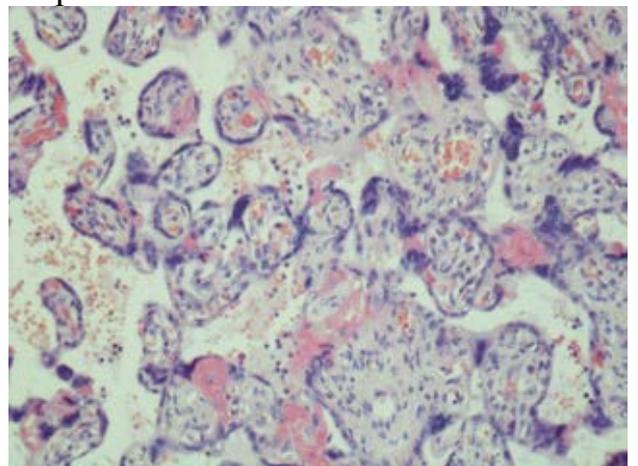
Диффузный интервиллузит. Окр. гематоксилином и эозином. х200
